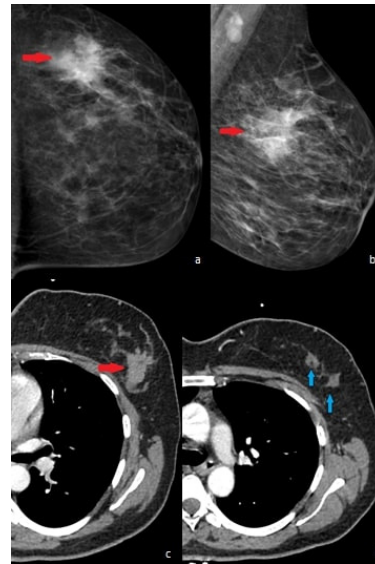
Left MLO projection (a) and CC projection (b) MG images. (c) Aksial CT image were demonstrated well defined, spiculated countered mass appearance in the upper outer quadrant of left breast (red arrows). (d) Axial CT image show additional focuses were also demonstrated on CT (blue arrows).
